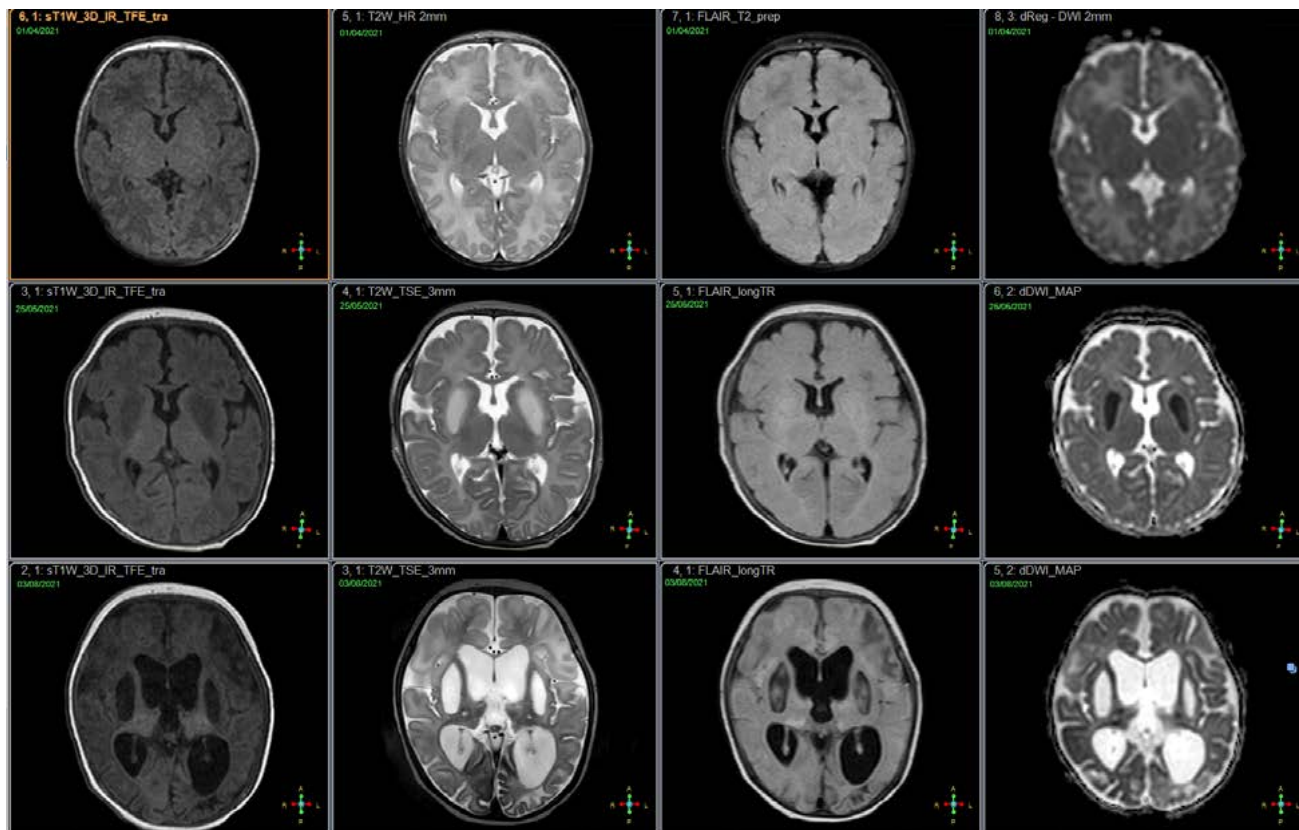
По данным МРТ на рисунке представлена динамика исследований в строке изображения слева направо T1, T2, FLAIR, карта ДВИ соответственно, в колонке сверху вниз динамика исследований от ранней до исходной с прогрессированием процесса. На представленных изображениях после поступления в ПЦ нет признаков патологических изменений
